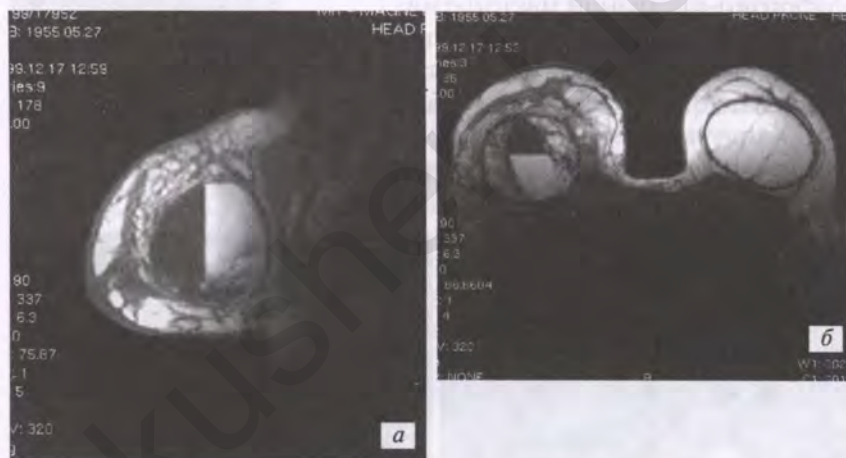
МР-томограмма (T2-протокол) молочных желез б-ной К., 49 лет. Множественные, различного размера образования (гиперинтенсивные в T2, гипоинтенсивные в T1) с четкими, ровными контурами — кисты: а — боковая проекция, б — аксиальная проекция
